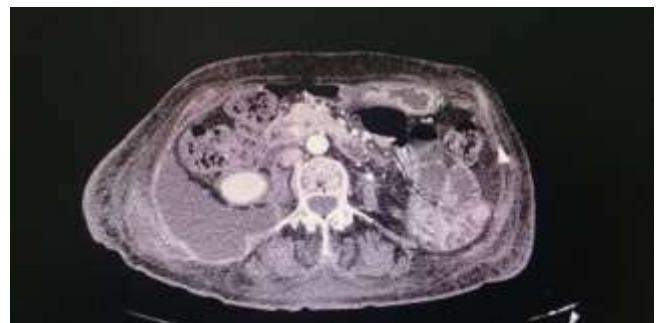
TC abdominal con presencia de gran colección retroperitoneal.
